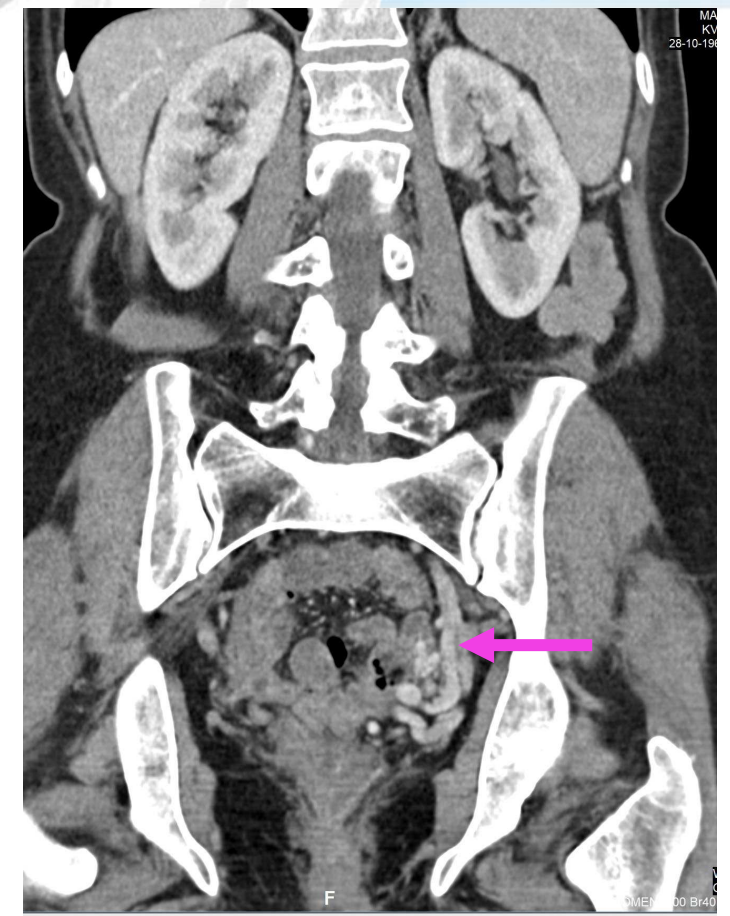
Realizamos angio-TAC abdominal para confirmar la dilatación de las venas pélvicas de la paciente anterior. Se identifica dilatación de la vena ovárica izquierda (flecha azul) y dilatación de venas periuterinas izquierdas (flecha rosa), hallazgos compatibles con síndrome de cascanueces.
